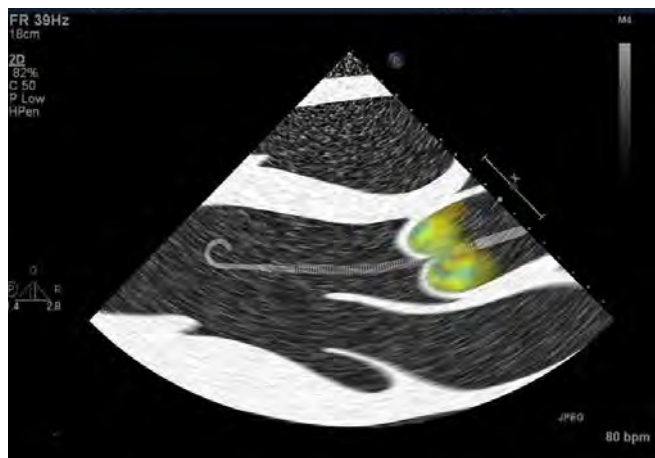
Posición correcta del catéter Impella (ETT Doppler en color)
